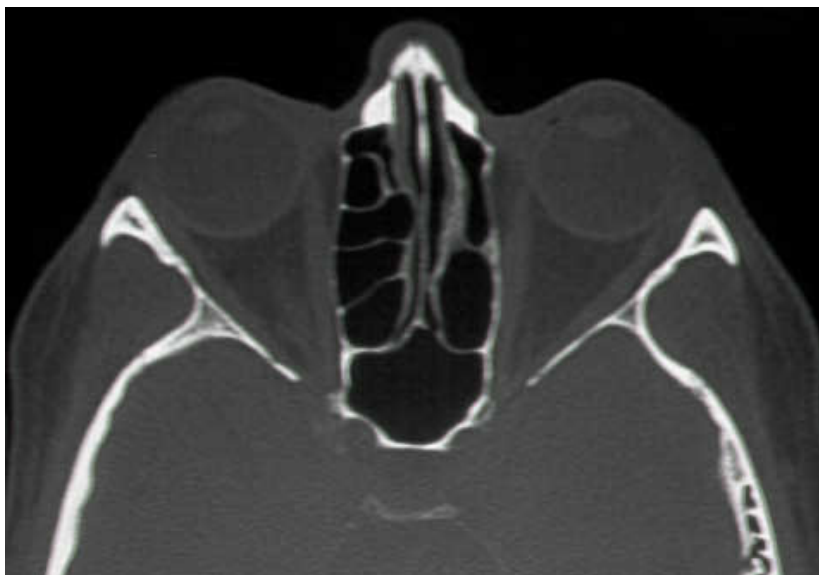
Axiales Kontroll-CT (2 Jahre postoperativ) mit reizlosen Schleimhautverhältnissen im Bereich des linken Siebbeinzellsystems ohne Anhalt für Rezidivzele.
